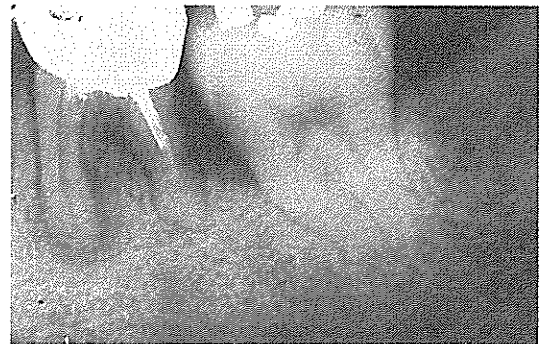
하악 좌측 제 1대구치에 치근단부 및 수직적 골 결손을 보이는 술전 방사선 사진
